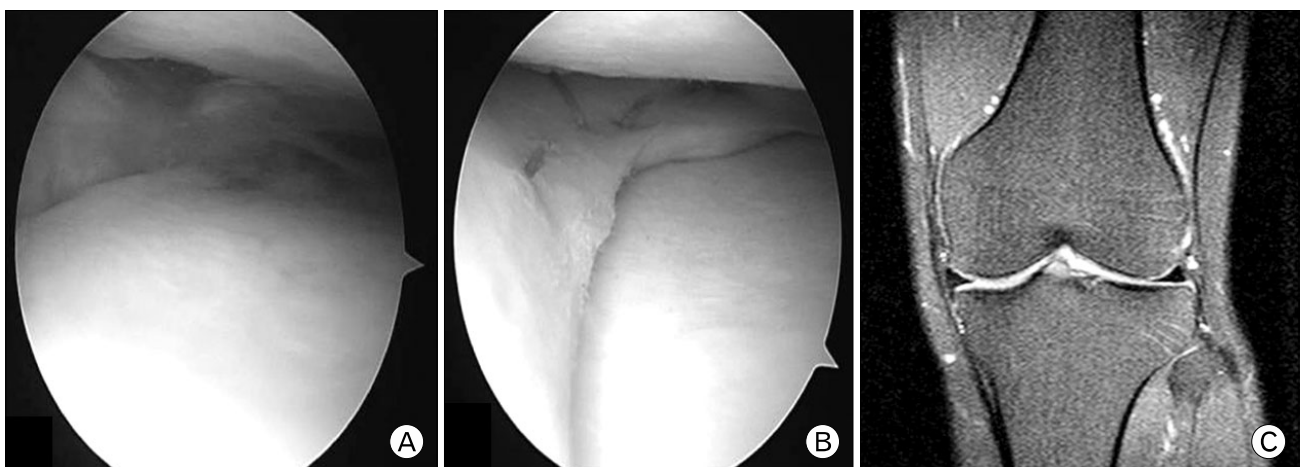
Arthroscopic findings shows. (A) Total menisectomy state. (B) Postoperative finding of meniscal transplantation. (C) MRI at 21 months after meniscal transplantation shows no evidence of meniscal tear or extrusion.
